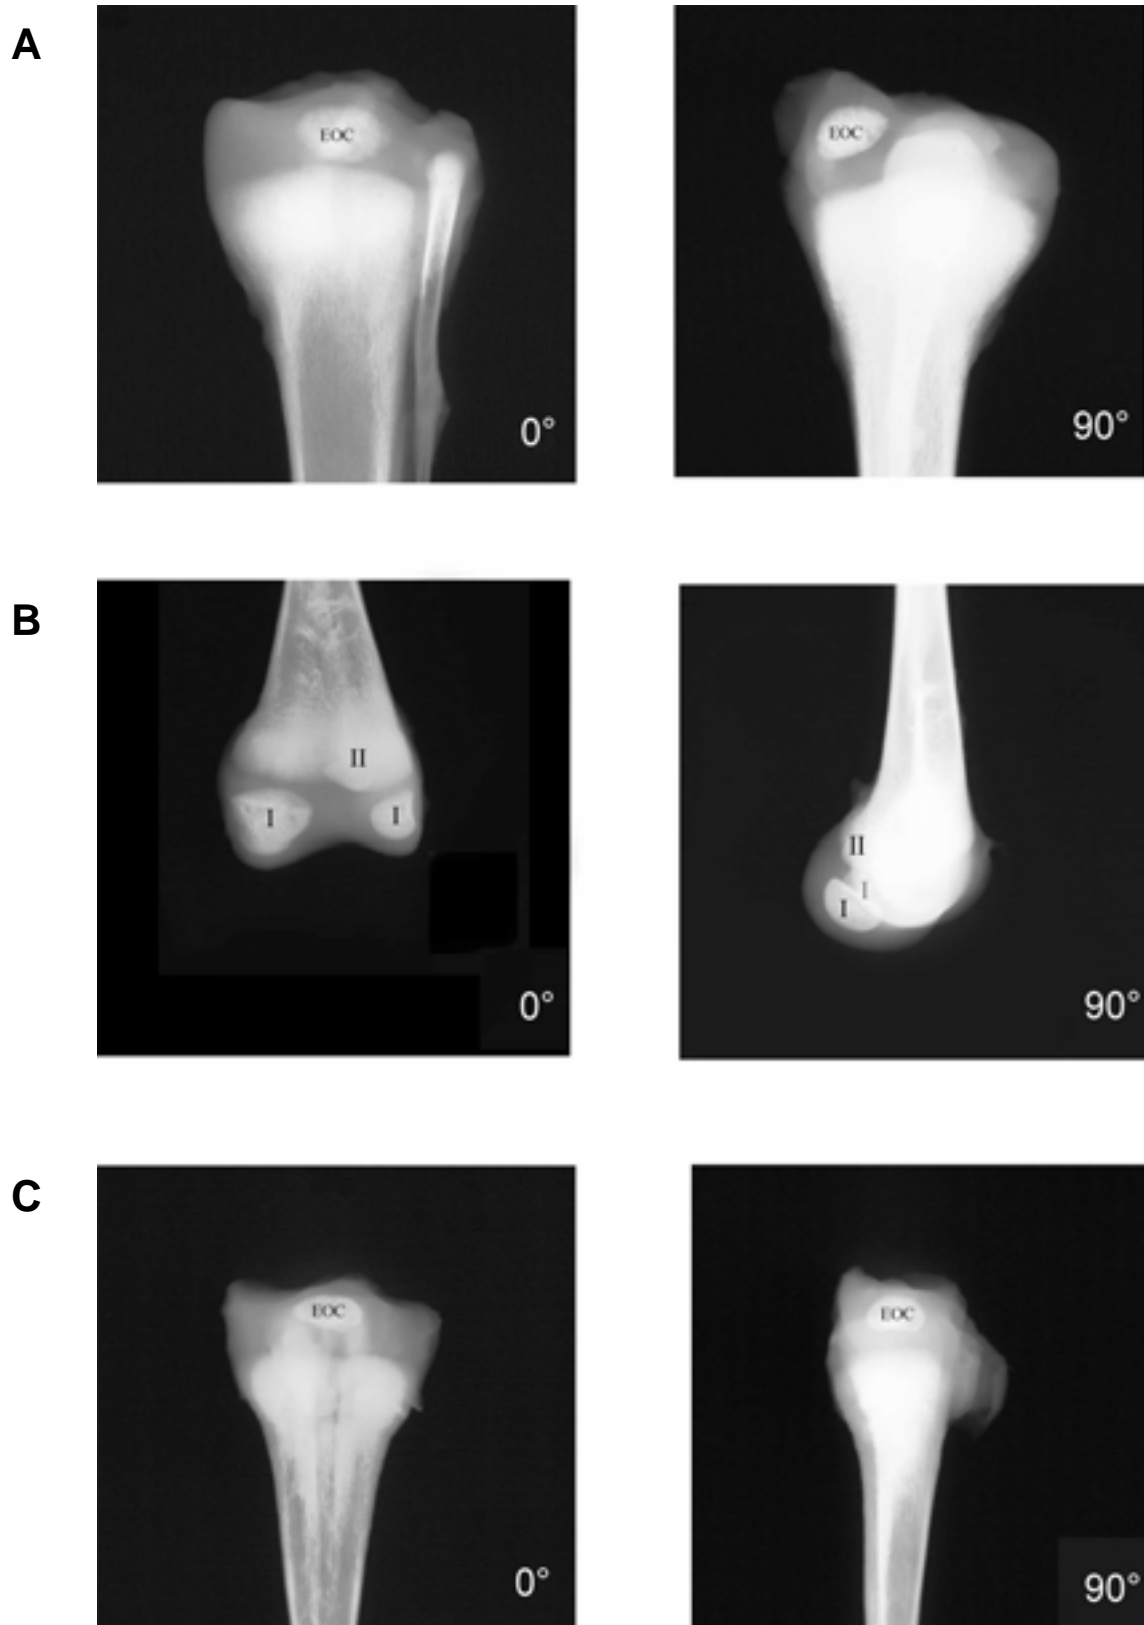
Darstellung der epiphysären Ossifikationszentren (EOC) im A prox. (T26, 4. LW) und B dist. (T21, 3. LW) Tibiotarsus sowie C im prox. Tarsometatarsus (T21, 3. LW) anhand von Röntgenaufnahmen der Beckengliedmaßenknochen in zwei Ebenen (I = kondyläre EOC; II = drittes EOC).
